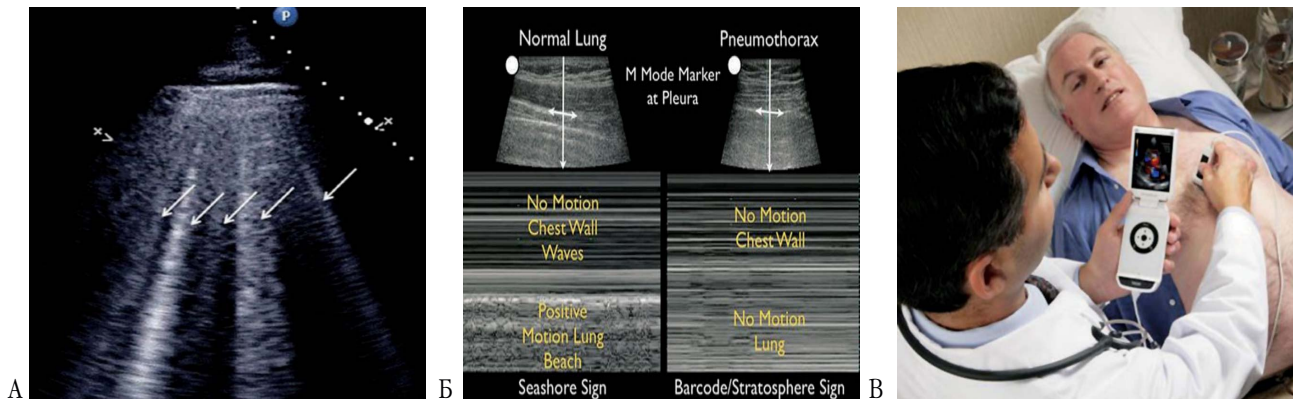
Дополнительные методики ЭхоКГ. А — УЗИ легких: «В-линии» при отеке легких; Б — ультразвуковая картина пневмоторакса (справа); В — карманный УЗ-прибор
